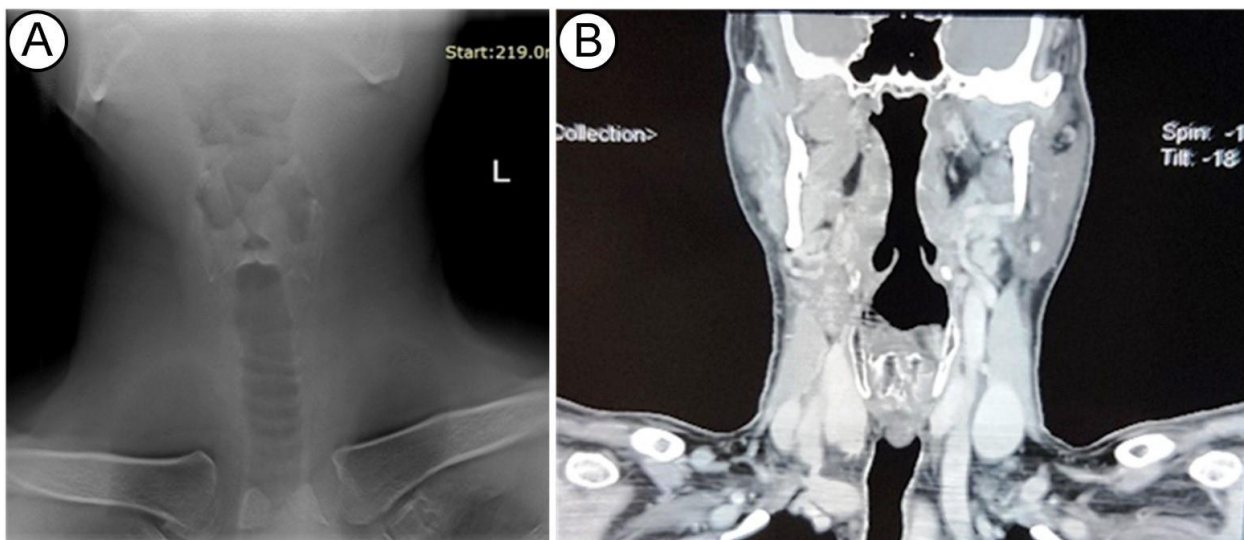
Rezultatele examenului TS (A) și CT (B) la pacientul A. I. Pe dreapta fără particularități. Pe stânga îngroșarea coardei vocale superioare cu conturul șters, cu opacifierea fină a spațiului supraligamentar. Ventriculul Morgagni parțial închis pe stânga.
